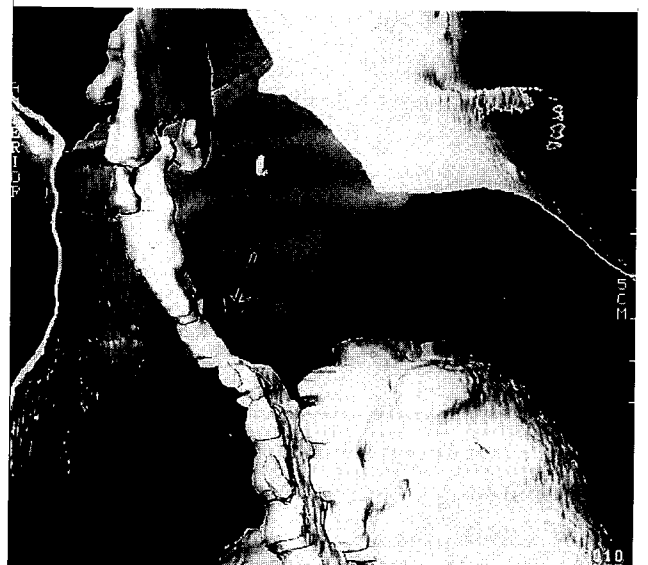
Three-dimensional CT.(arrow : stenotic site)
